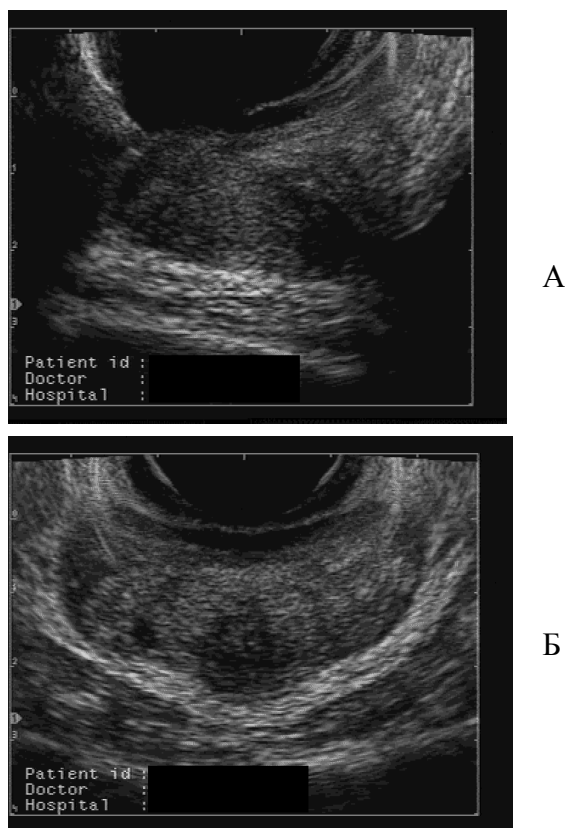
Больной М. ТРУЗИ предстательной железы до лечения. А - поперечное сканирование; Б - продольное сканирование. Выраженная инфильтрация в периуретральном и перивезикальном отделах, псевдомикроабсцесс в периуретральном отделе.
